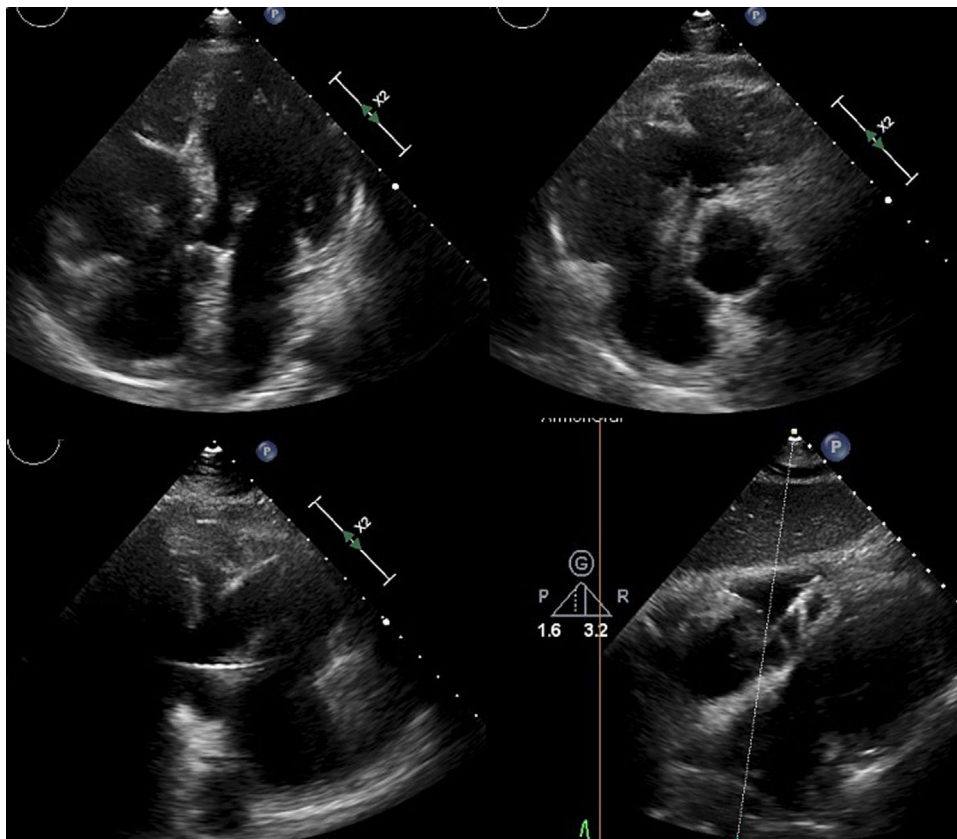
Cortes del ecocardiograma transesofágico mostrando vegetación adherida a electrodo ventricular del marcapasos.
